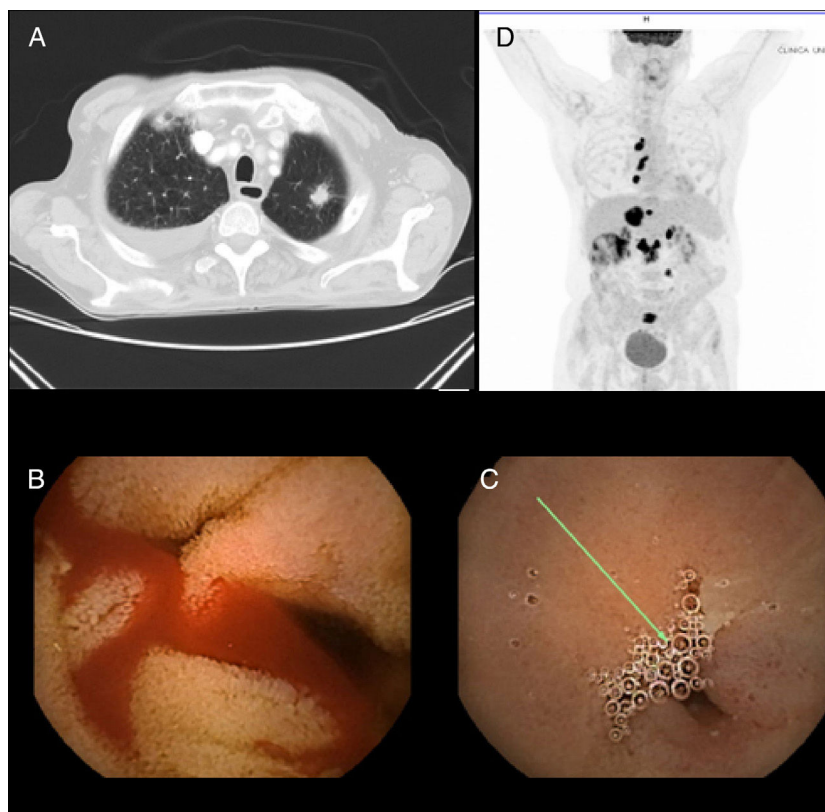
A) Imagen de TC en la que se identifica nódulo espiculado en lóbulo superior izquierdo sugestivo de tumoración primaria pulmonar. B) Imagen de cápsula endoscópica con lesiones angiodisplásicas en yeyuno con sangrado activo. C) Imagen de cápsula endoscópica con estenosis yeyunal. D) Imagen de PET en la que se visualiza captación en ganglios mediastínicos y peritoneales sugestivo de diseminación.
